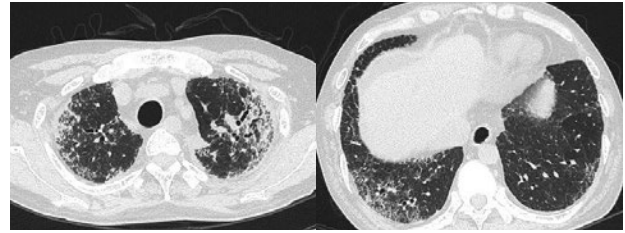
当科初診時 (死亡2年前) の胸部high-resolution CT (HRCT)。両肺の胸膜直下に網状影が認められ、下葉には牽引性気管支拡張が認められた。
